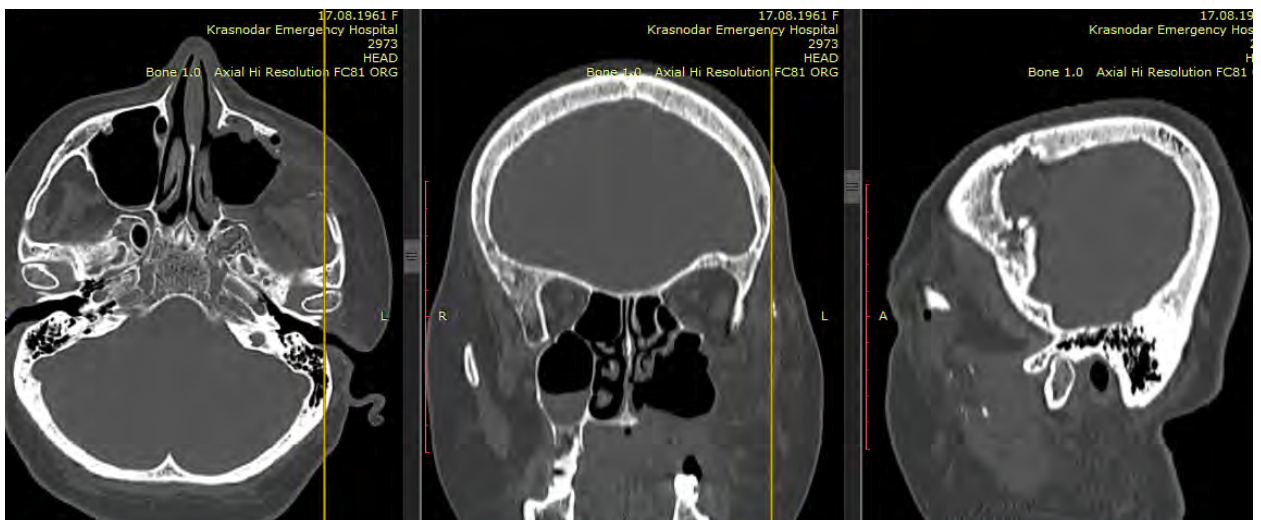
Пациент П., 57 лет. МСКТ, нативные срезы. Диффузный бисфосфонатный остеонекроз альвеолярного отростка верхней челюсти с распространением процесса в проекцию скуловой кости, передней стенки гайморовой пазухи. МСКТ: признаки инфильтрации мягких тканей вокруг костных структур, пораженных бисфосфонатным остеонекрозом
